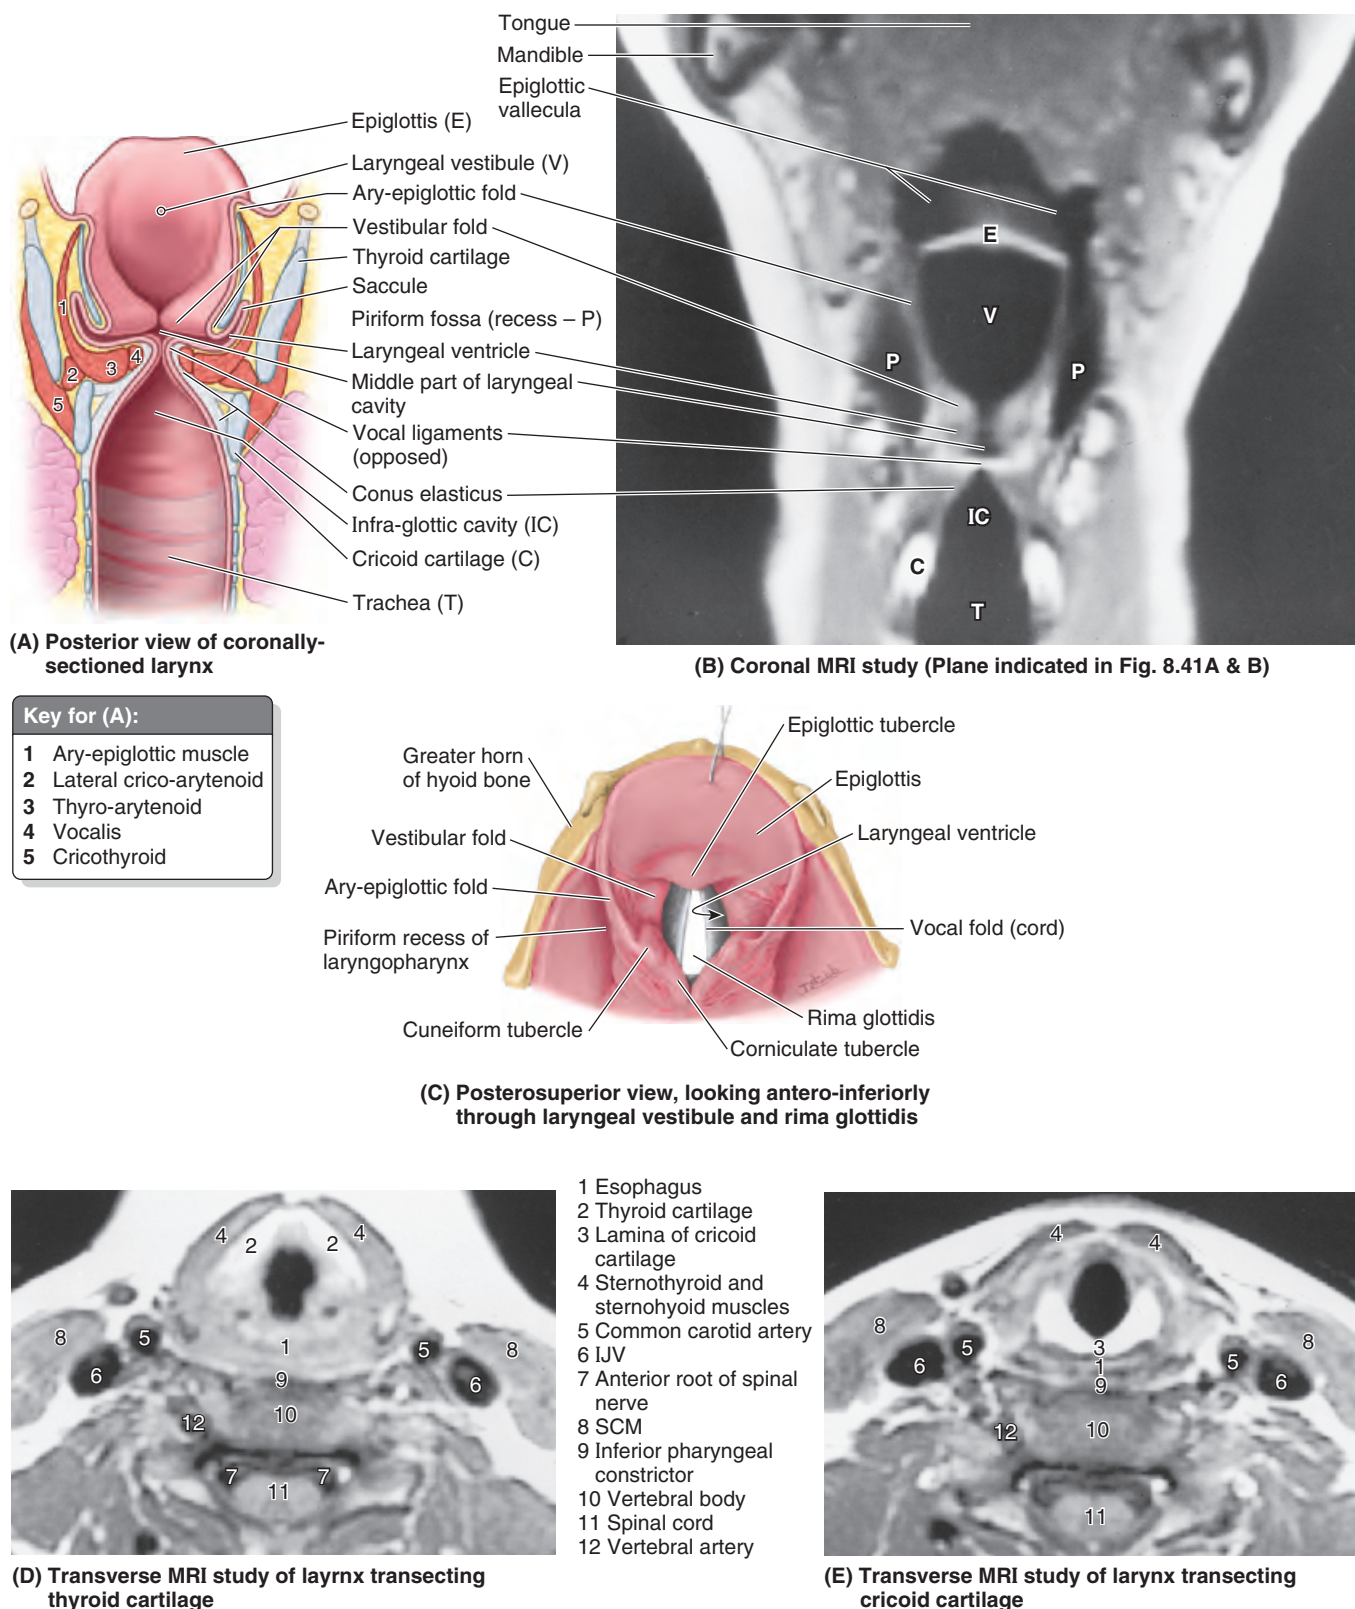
Folds and compartments of larynx. A. This coronal section shows the compartments of the larynx: the vestibule, middle compartment with left and right ventricles, and the infraglottic cavity. B. This MRI study shows the epiglottic valleculae of the oropharynx, piriform fossae of the laryngopharynx, and vestibular and vocal folds of the larynx. C. The rima glottidis (the space between the vocal folds) is visible through the laryngeal inlet and vestibule. The laryngeal inlet is bounded (1) anteriorly by the free curved edge of the epiglottis; (2) posteriorly by the arytenoid cartilages, the corniculate cartilages that cap them, and the interarytenoid fold that unites them; and (3) on each side by the ary-epiglottic fold that contains the superior end of the cuneiform cartilage. D and E. The planes of these transverse studies, oriented in the same direction as part C, pass superior (D) and inferior (E) to the rima glottidis. (MRI studies courtesy of Dr. W. Kucharczyk, University Health Network, Toronto, Ontario, Canada.)
